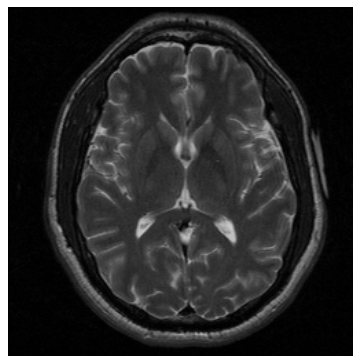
Exemplo de IRM cerebral adquirida durante uma exame de ressonância magnética corriqueiro. Retirado do banco de dados BIRN [2].
